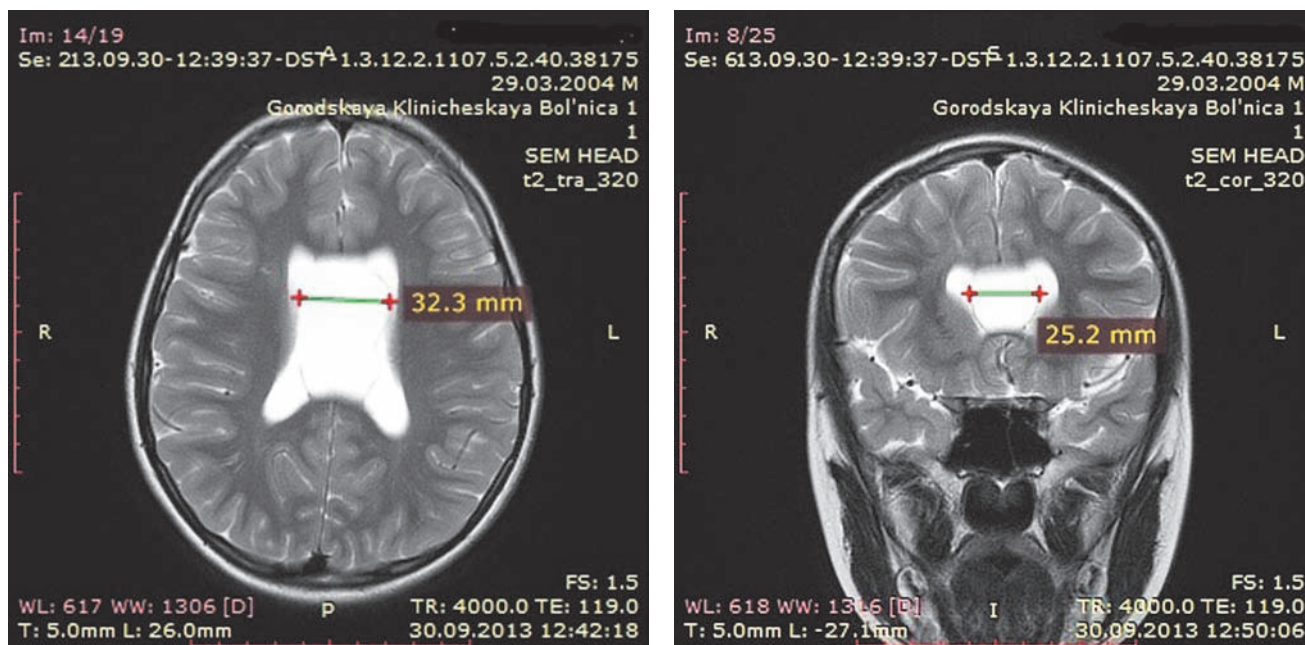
МРТ больного М. 9 лет, в аксиальной и коронарной проекциях (линиями выделена полость межжелудочковой перегородки)
